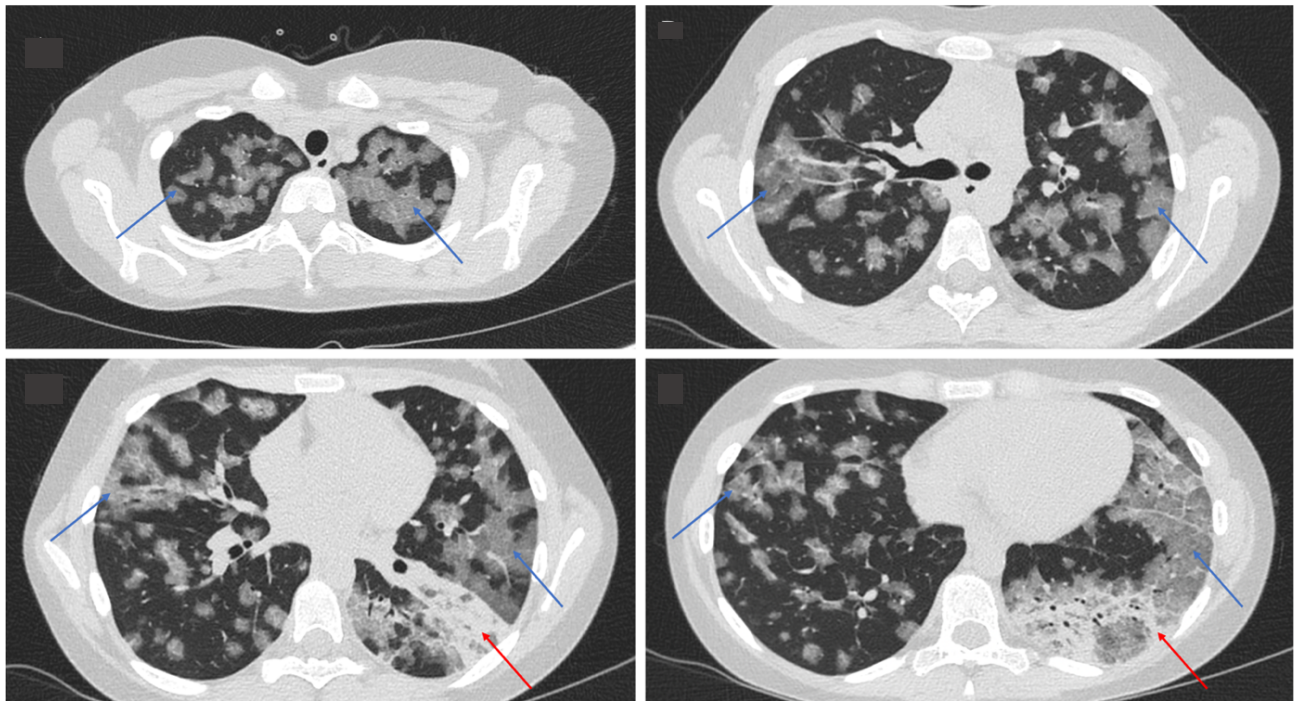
КТ органов грудной клетки на момент поступления. Синими стрелками обозначена участки «бульжной мостовой», красными стрелками обозначены участки консолидации нижней доли левого легкого
